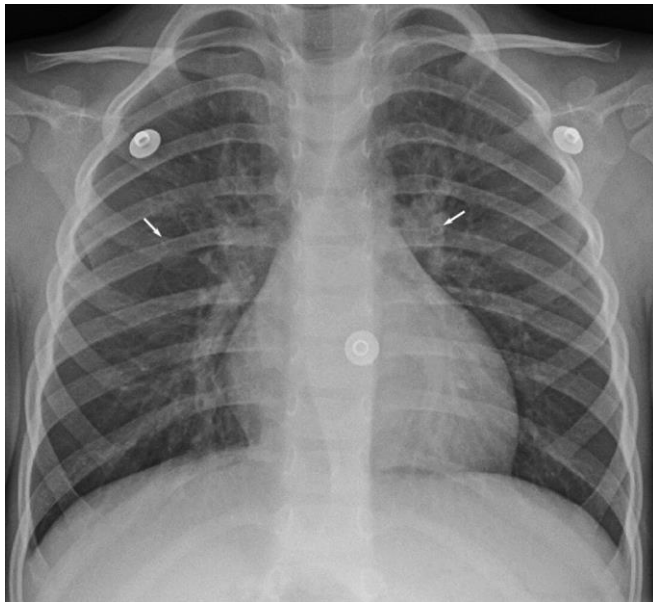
Рентгенологічні прояви гострого обструктивного бронхіту
